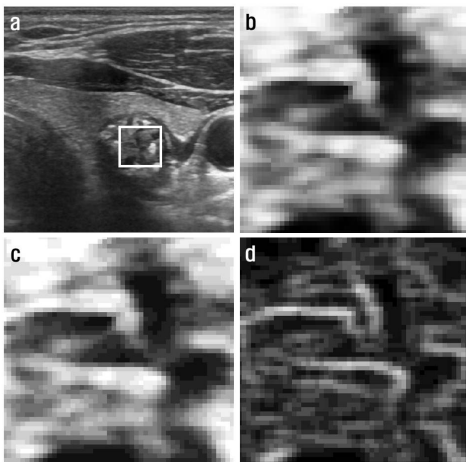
a: Image of Thyroid malignant nodule in the ultrasonography, b : Result of histogram equalization, c : Result of quantization, d : Result of range filter
